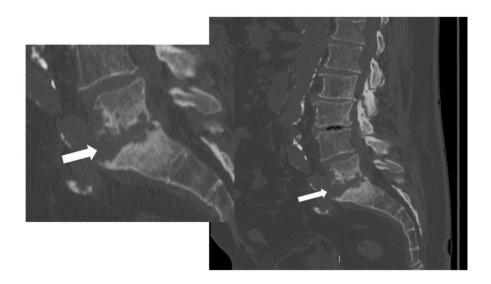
Reconstrucția sagitală CT (în stânga este o imagine mărită) prezintă o pacientă de 77 de ani diagnosticată cu spondilodiscită piogenă la nivelul L5-S1, caracterizată prin eroziuni pronunțate ale platourilor vertebrale (săgeți) [14].
